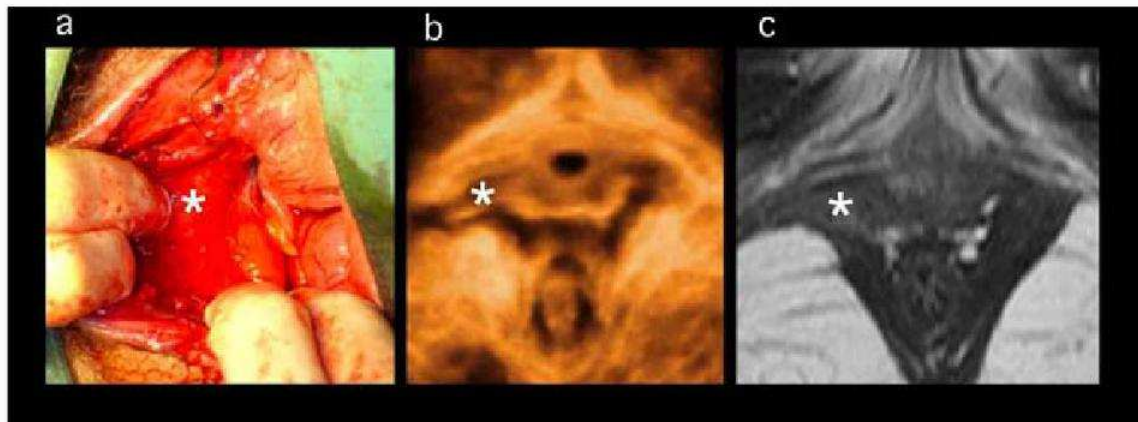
Avulsión del lado derecho del músculo puborrectal luego de un parto vaginal de término. (a) se muestra la apariencia inmediatamente post parto, con la avulsión del músculo expuesta por un gran desgarro vaginal. El músculo desgarrado se retrae y esto es visible entre los dedos del operador a las 6 y 7h del reloj. (b) se muestra el volumen renderizado (plano axial del ultrasonido 3D del piso pélvico) 3 meses post parto, y (c) se muestra los hallazgos en la Resonancia Nuclear Magnética a los 3,5 meses post parto. Con autorización de: Dietz H. Et al⁽²⁾
